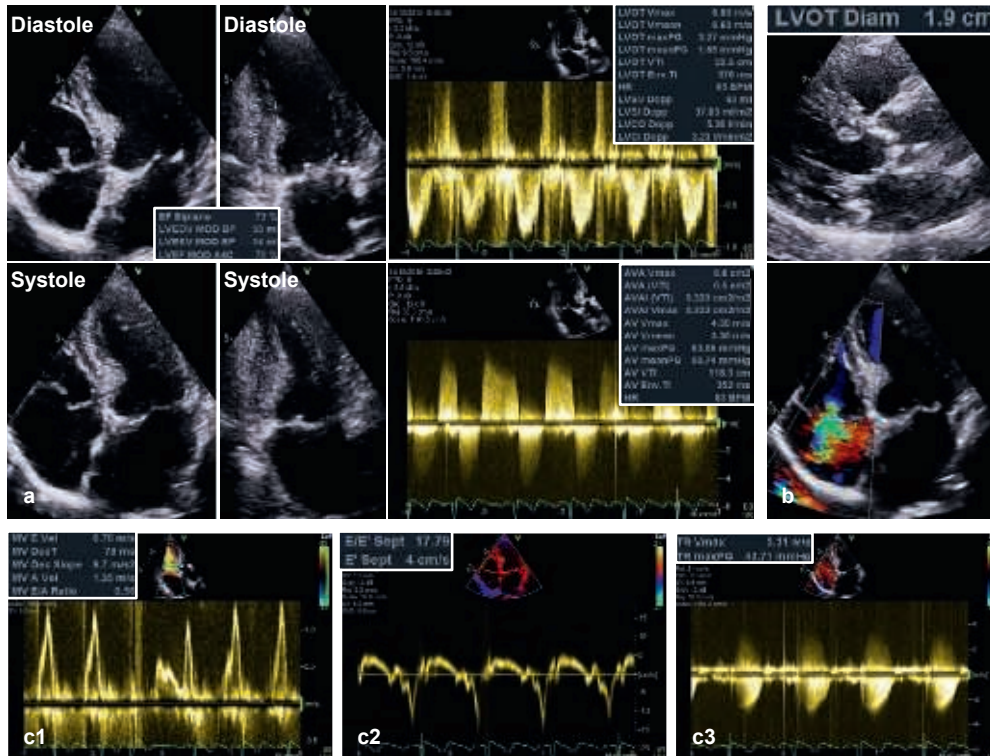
Dokumentation der sekundären kardialen Veränderungen bei signifikanter Aortenklappenstenose. In den oberen Reihen (a) ist ein hochgradiges, kombiniertes Aortenklappenvitium mit führender Stenose dokumentiert (biplane Planimetrie des LVSV und dopplerechokardiografische Messung der effektiven KÖF). Rechts (b) ist das Regurgitationssignal der TR zu sehen. Unten (c) ist die Bestimmung von unbedingt notwendigen Parametern gezeigt: E/E' (c1, c2) (als Surrogatparameter für den LVEDP – pathologisch > 15) und sPAP (c3) (pathologisch > 30 mmHg).
